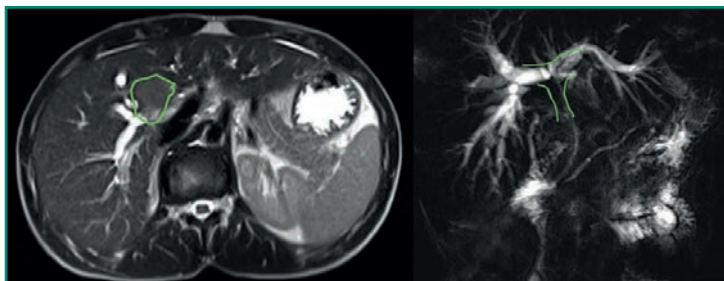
Colangiorresonancia en la que se aprecia un colangiocarcinoma hiliar, Klatskin tipo IV.
